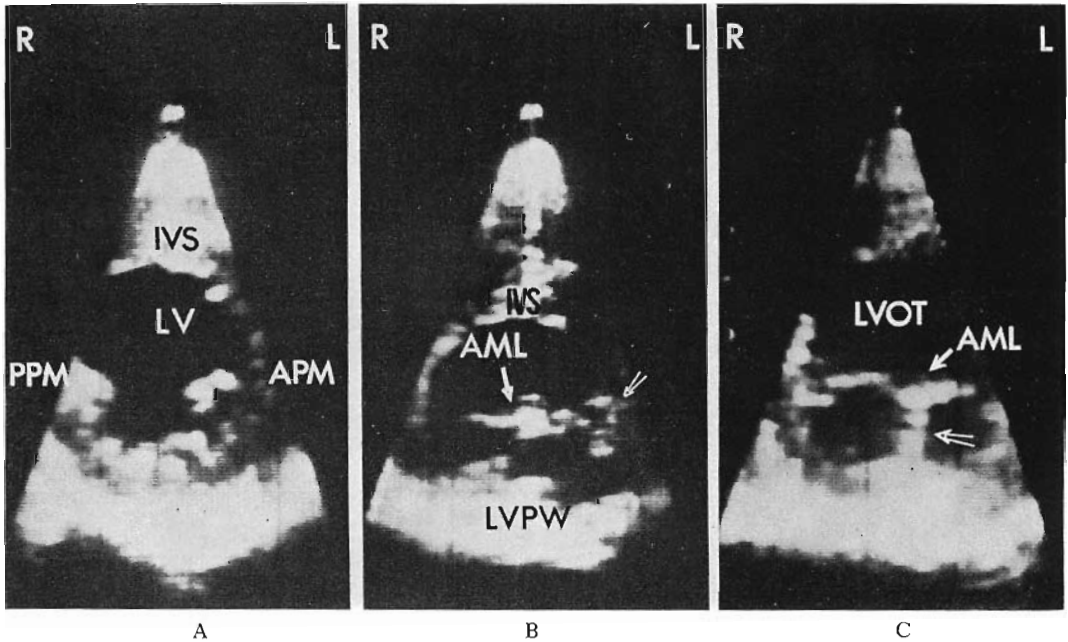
Two-dimensional echocardiograms (Patient No. 2).
